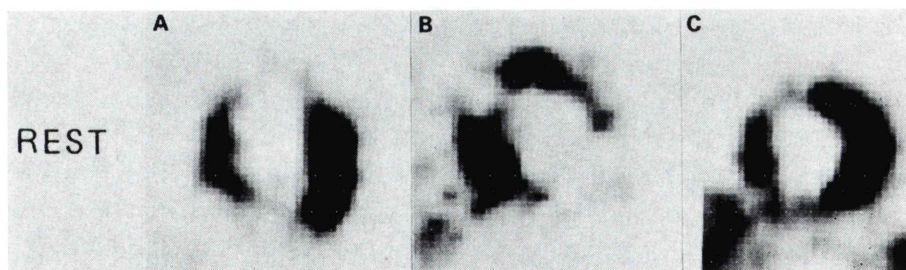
Rest images of ²⁰¹Tl myocardial SPECT on August 18, 1989. A: horizontal long axial view. B: vertical long axial view. C: short axial view.
